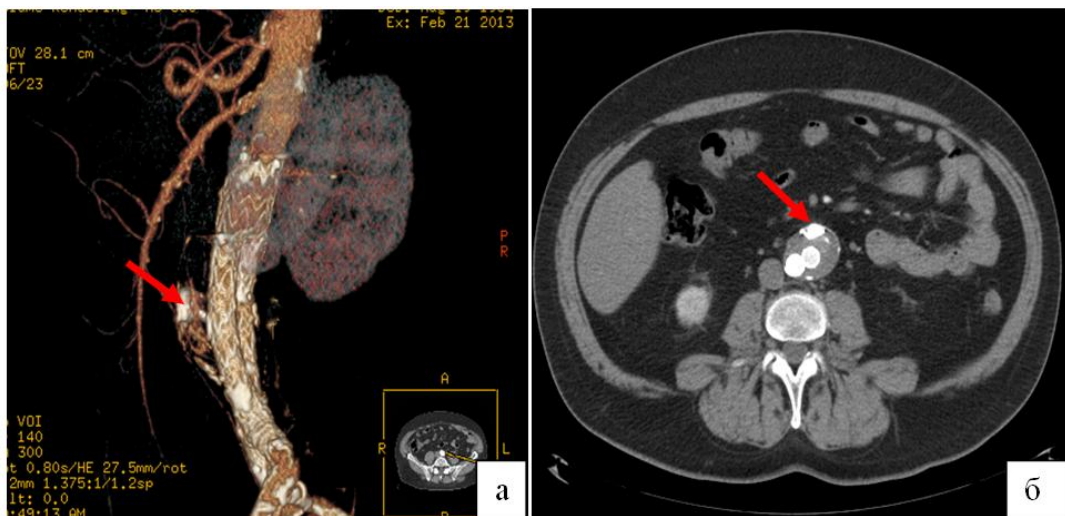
МСКТ-контроль через 7 місяців після ендопротезування з одномоментною емболізацією аневризми гирла НБА (а); стрілкою вказані рентгенконтрастні спіралі (б).
